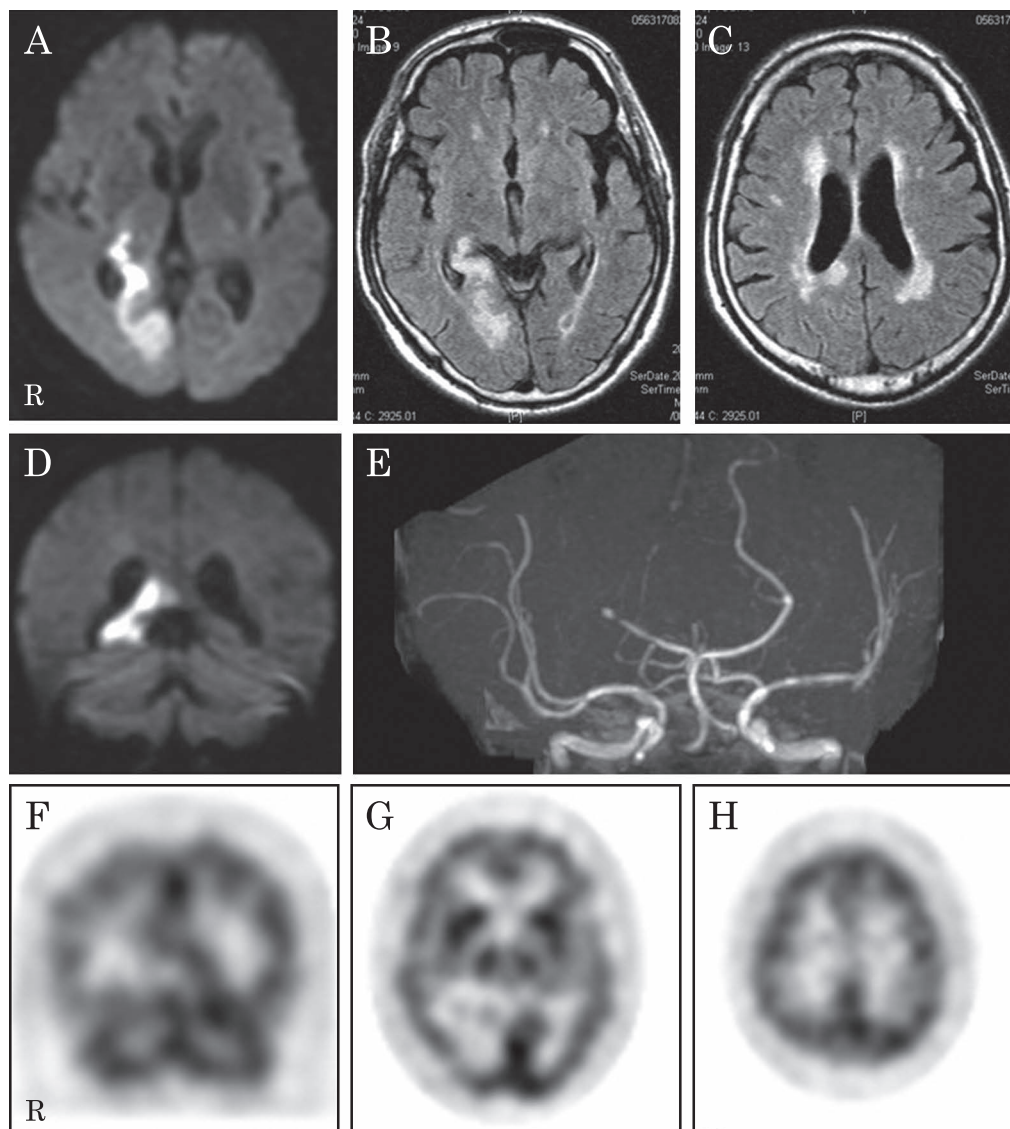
Brain magnetic resonance imaging (MRI), MR angiography (MRA) on Day 6, and 99mTc-ethyl cysteinat dimer-single photon emission computed tomography (ECD SPECT) on Day 147.
